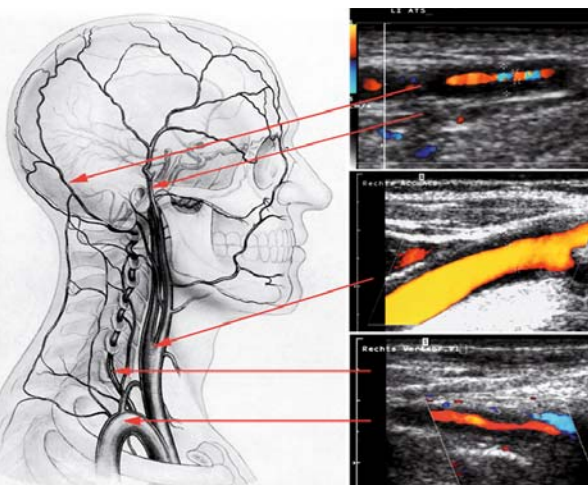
Abbildung zu Fall 1: Farbduplexsonografie der A. temp. supf. und A. occipitalis (a) der A. carotis (b) und des prävertebralen V1-Segementes der A. vertebralis jeweils mit Nachweis konzentrischer hypoechogener Wandverdickungen („Halo“).
